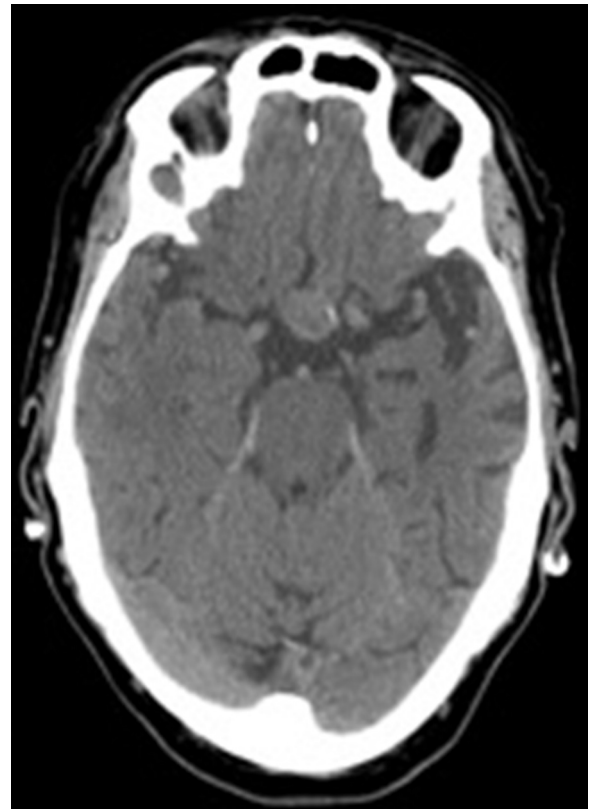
TC-CE após 48 horas que mostra macroadenoma hipofisário de dimensões sobreponíveis, mas com densidade hemática no polo superior da lesão, relacionável com apoplexia hipofisária.
